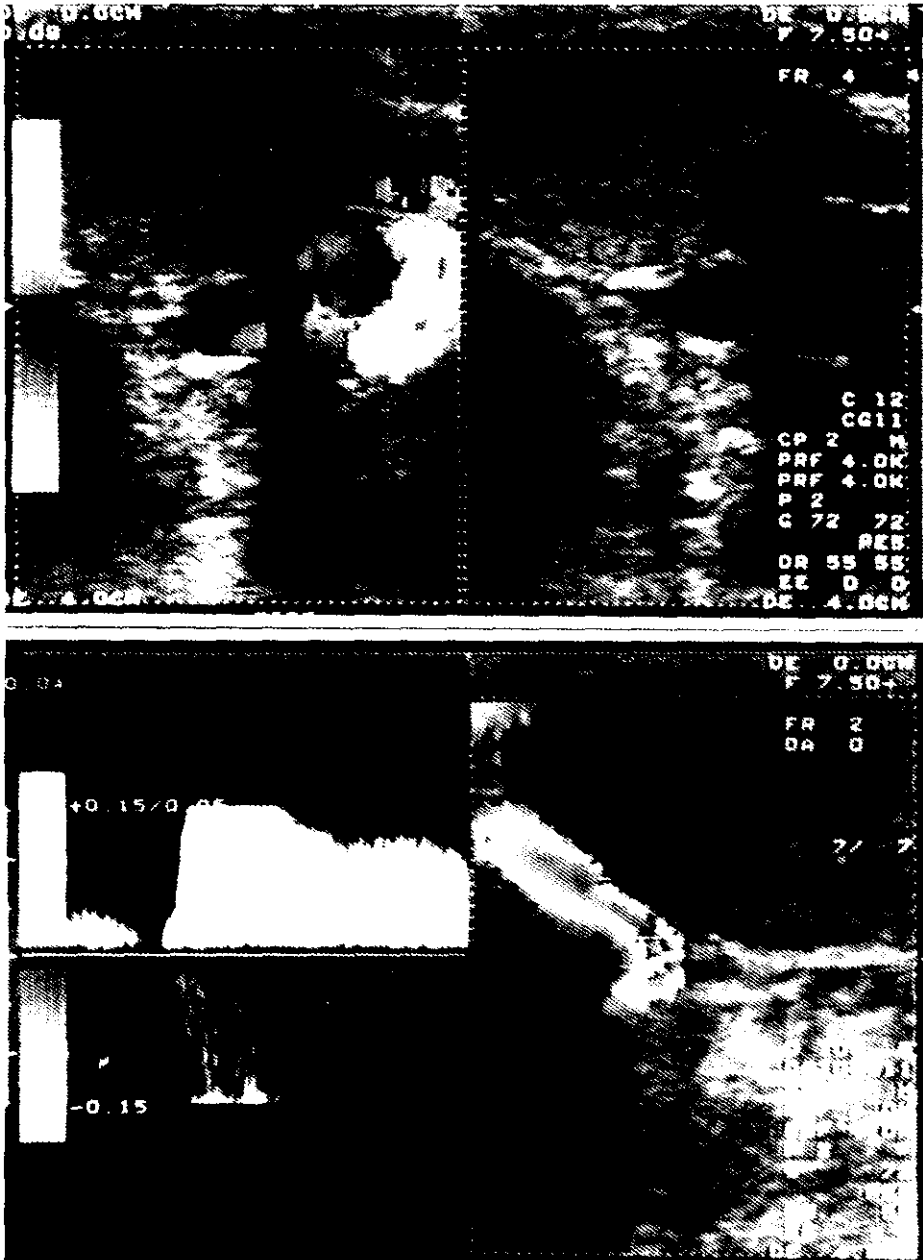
Eco-doppler color de un varicocele izquierdo. Se evidencia el reflujó por el registro gráfico y por el color en el interior de las venas dilatadas (en la figura en escala de grises).
